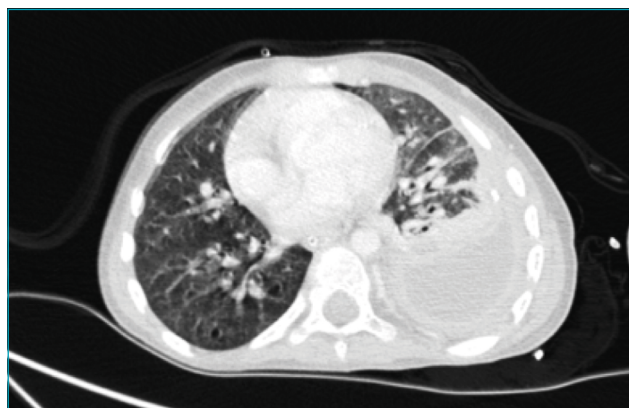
Tomografia computadorizada torácica realizada na admissão a um hospital terciário, mostrando um derrame pleural loculado no hemitórax esquerdo, medindo 6,7 × 3,2 cm, com espessamento e alta captação das camadas pleurais. Áreas de consolidação e atelectasias também são visíveis.
